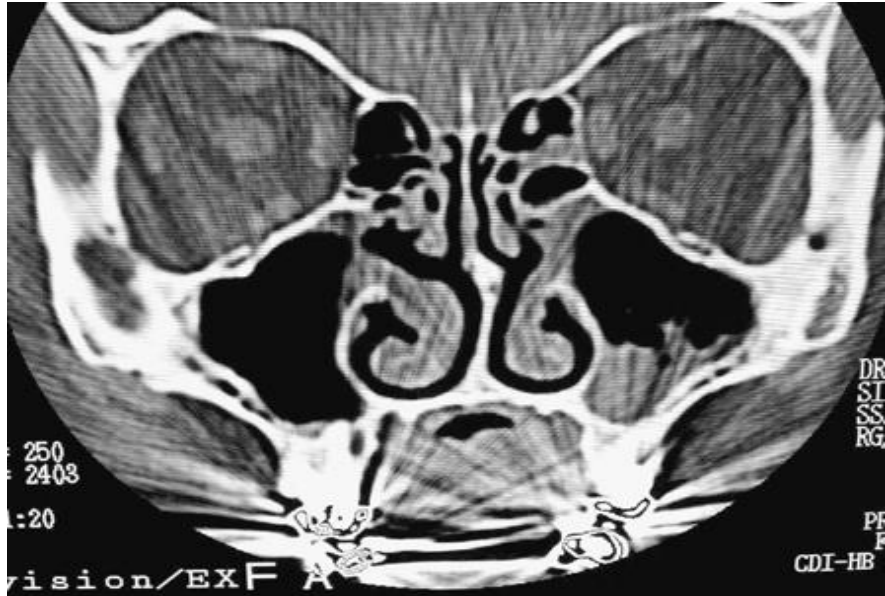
Imagem de tomografia convencional com produção de artefatos metálicos
